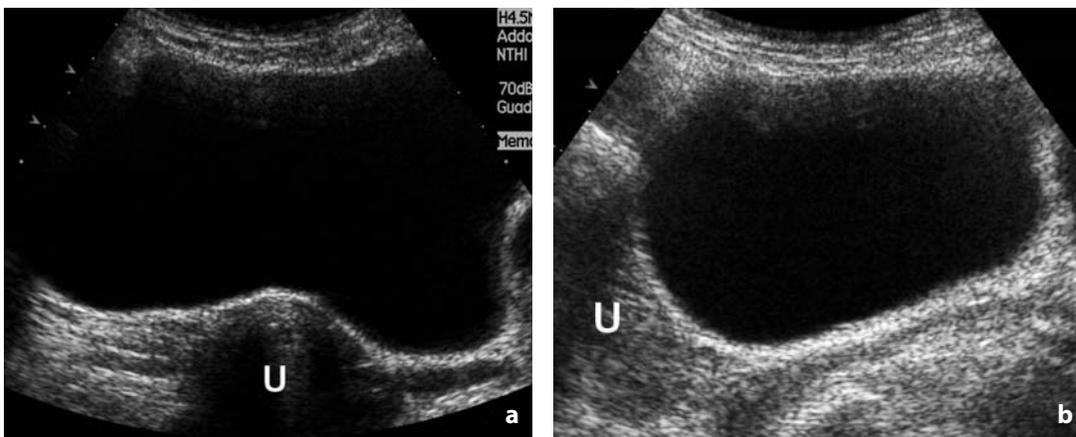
Ecografia. Vescica. a Scansione antero-posteriore. b Scansione laterale. In condizioni normali la vescica presenta pareti sottili, regolari e lume perfettamente anecogeno. U = utero
